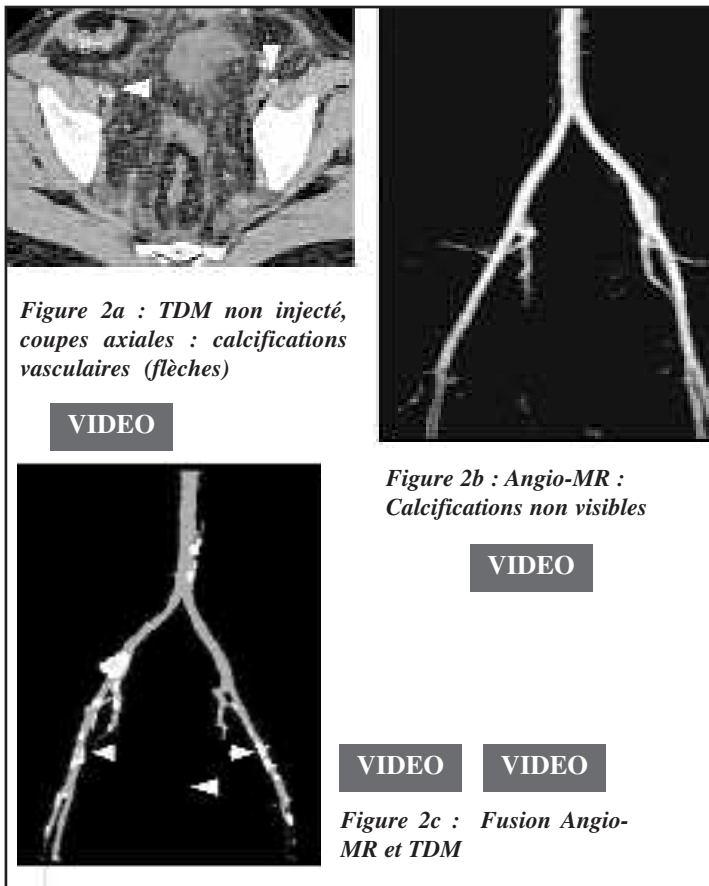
TDM sans injection et angio-IRM dans le bilan pré-greffe + fusion des images
